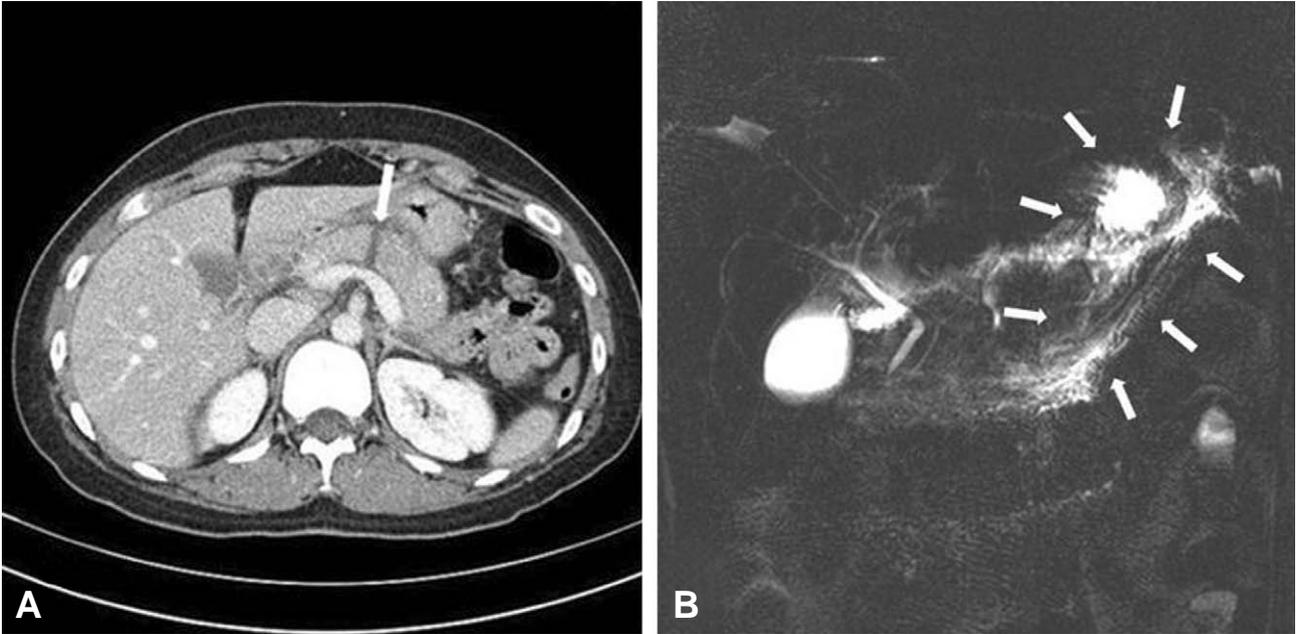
Preoperative evaluation. (A) Abdominal CT scan demonstrates the transection (white arrow) of the main pancreatic duct at the neck of the pancreas. (B) Magnetic resonance cholangiography demonstrates contrast leak (white arrow) from main pancreatic duct.
